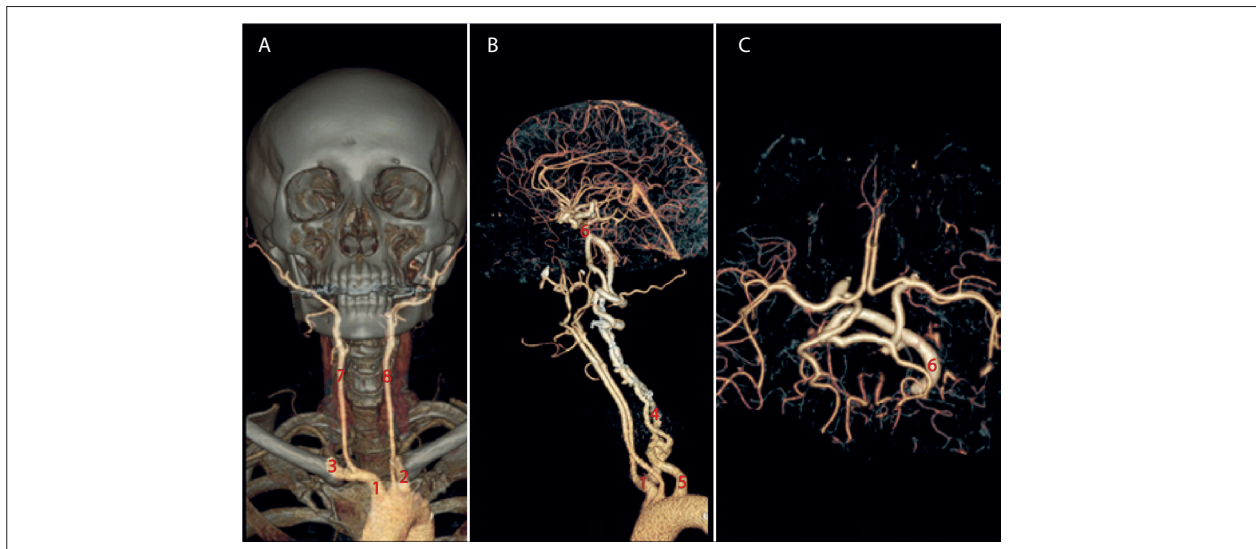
Imagem tridimensional da circulação arterial cerebral através das artérias vertebrais (A e B) e do polígono de Willis completo (C), na angiotomografia. (1) Tronco braquiocefálico; (2) artéria subclávia esquerda; (3) artéria subclávia direita; (4) artéria vertebral direita; (5) artéria vertebral esquerda; (6) artéria basilar; (7) artéria carótida direita; (8) artéria carótida esquerda.
